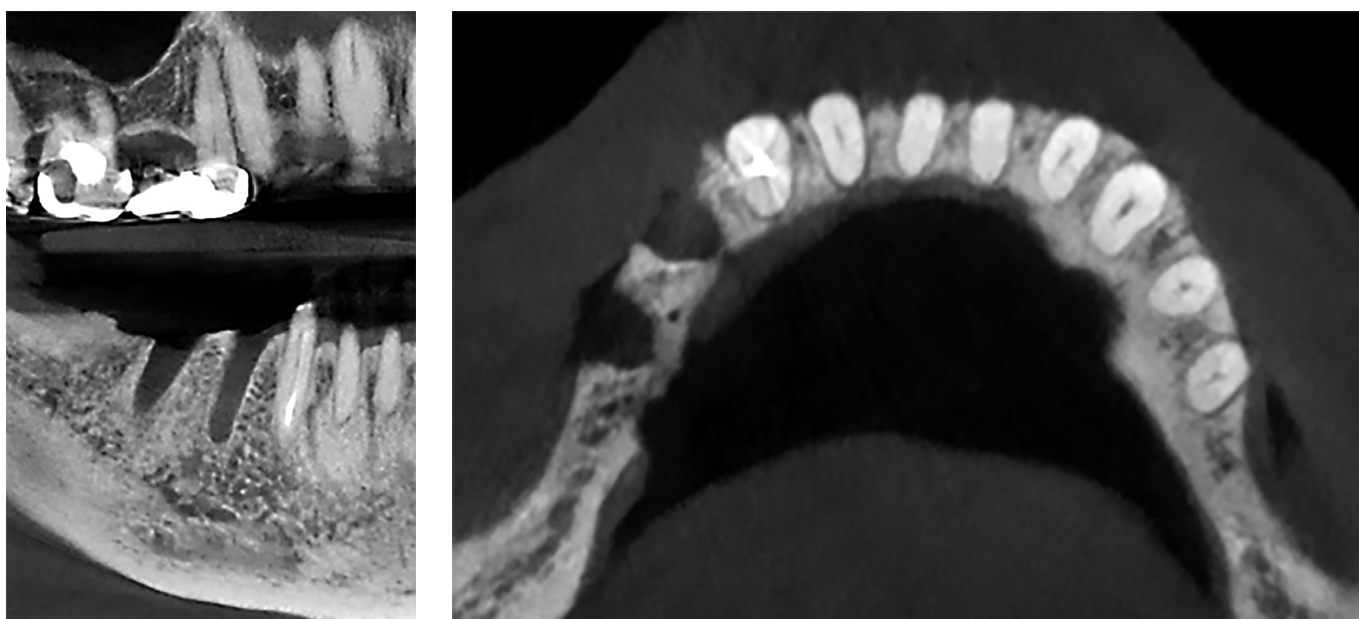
Результаты конусно-лучевой компьютерной томографии больной С. в трансверсальной и сагиттальной плоскостях.
